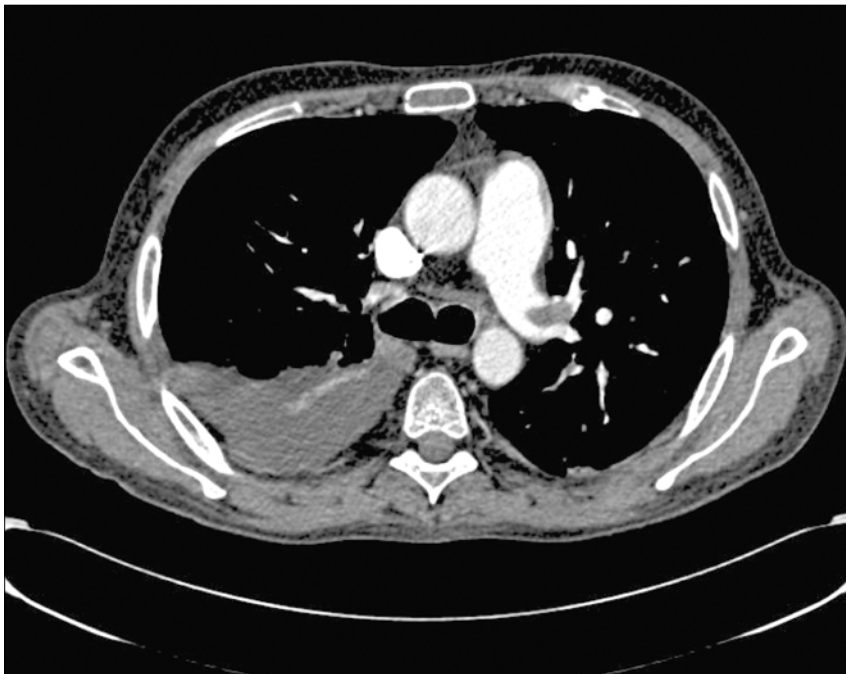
Computertomographie des Thorax mit Kontrastmittel: zentrale sowie bilateral parazentrale und segmentale Lungenembolien.
